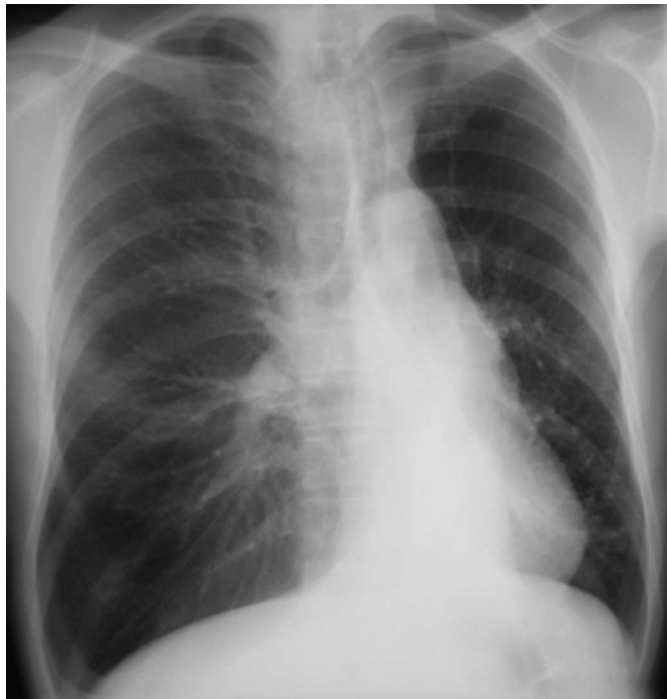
Thoraxröntgen bei Aufnahme: Volumenminderung der linken Lunge und Mediastinalverlagerung nach links, verdichtetes paravertebrales Unterfeld links.
